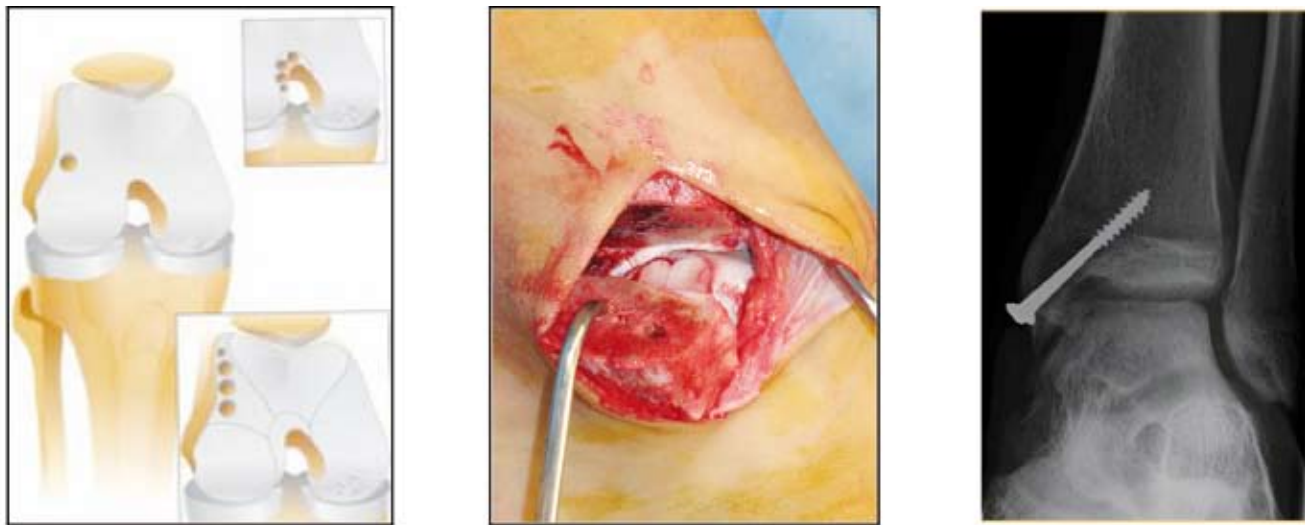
Vom ipsilateralen Kniegelenk wurden Zylinder entnommen und in die Defektzone des Talus eingebracht. Rechts das postoperative Röntgenbild.
